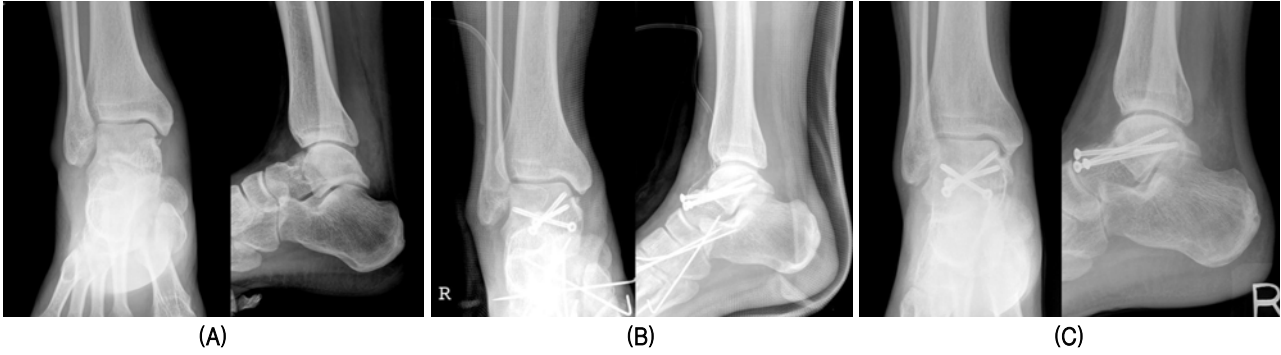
31 year-old male patient. (A) The initial radiograms show Hawkins type II talar neck and lateral malleolar fractures. (B) Post-operative radiographs show the fracture site fixed by cannulated screw fixation. (C) The 12 months follow-up radiographs show bony union without degenerative change.
